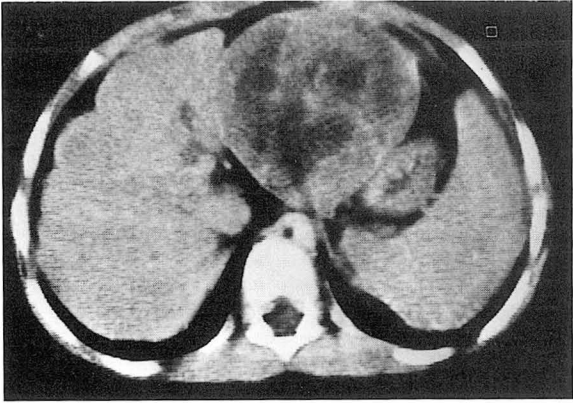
6-year-old woman with exohepatic HCC. Contrast enhanced CT(CECT) scan shows a large well circumscribed pedunculated mass protruding from the inferior margin of the left lobe with capsular enhancement and internal irregular low density. At operation the mass was well encapsulated and connected with liver parenchyma by short stalk.
